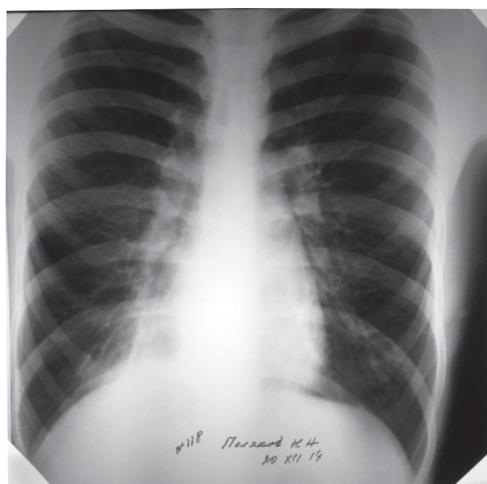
Обзорная рентгенография органов грудной полости от 20.12.14 г.
